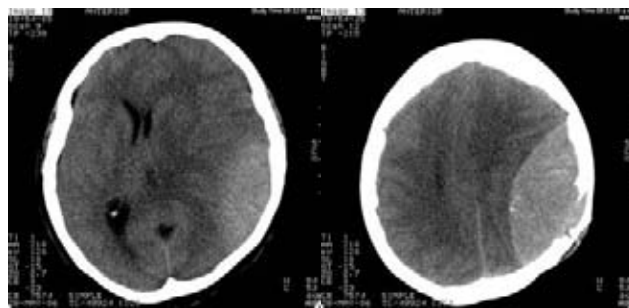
TAC de cráneo simple en cortes axiales que muestra erosión ósea, principalmente de la tabla interna. Así como una masa de localización epidural, hiperdensa respecto al parénquima que condiciona desviación de estructuras de la línea media.
